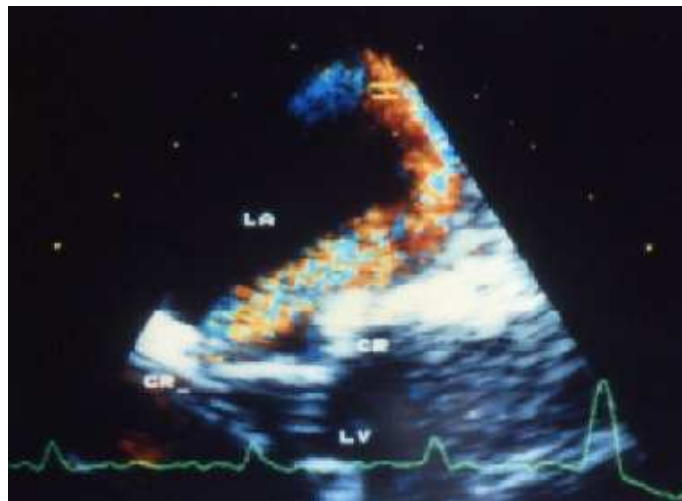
transoesophageale Echokardiographie: Farbdoppleruntersuchung zeigt den Reflux in den linken Vorhof über die undichte Mitralklappe entsprechend einer Mitralinsuffizienz III°
